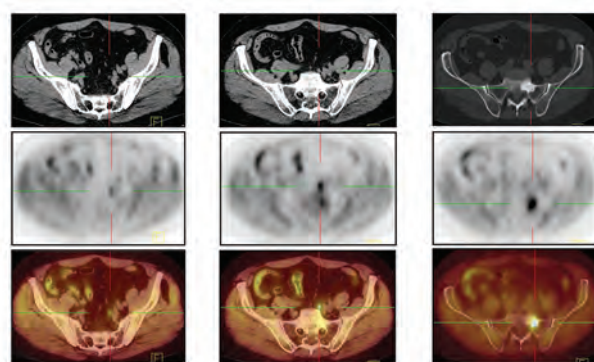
Пациент Б., РПЖ T2N0M0, сумма баллов по шкале Глисона 8, ПСА 3,03 нг/мл, ВУПСА < 6 мес, состояние после РПЭ в 2011 г., состояние в процессе ГТ. Патологические очаги гиперметаболической активности: а – в левом внутреннем подвздошном ЛУ 5×5 мм ($SUV_{max} = 1,5$); б – в левом общем подвздошном ЛУ 6×6 мм ($SUV_{max} = 2,9$); в – в левой латеральной массе крестца на уровне S1 в участке замелованности размером 28×22 мм ($SUV_{max} = 3,1$)
